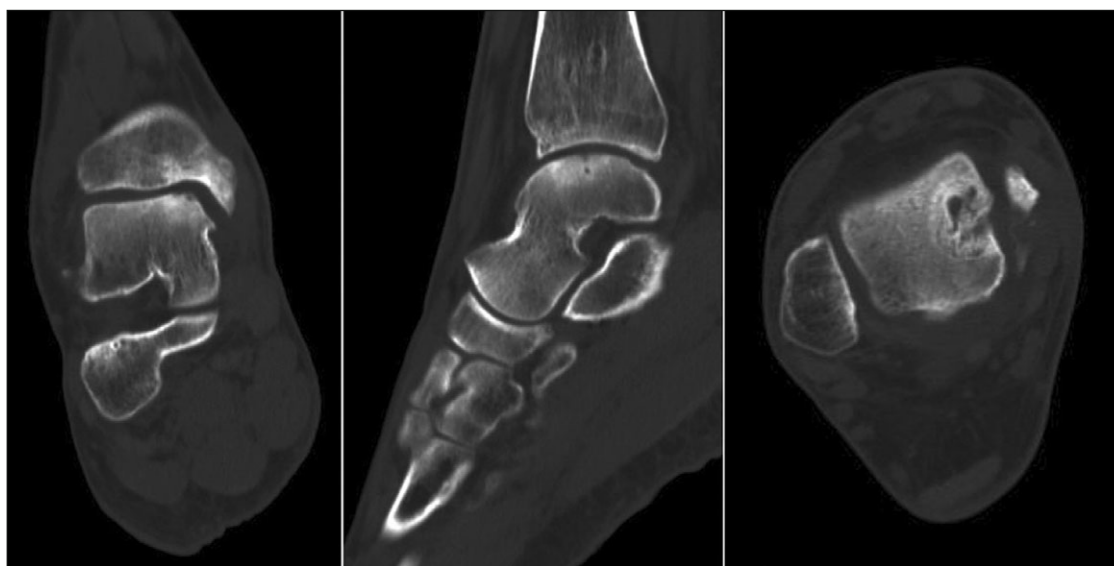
Controllo TC a 18 mesi
